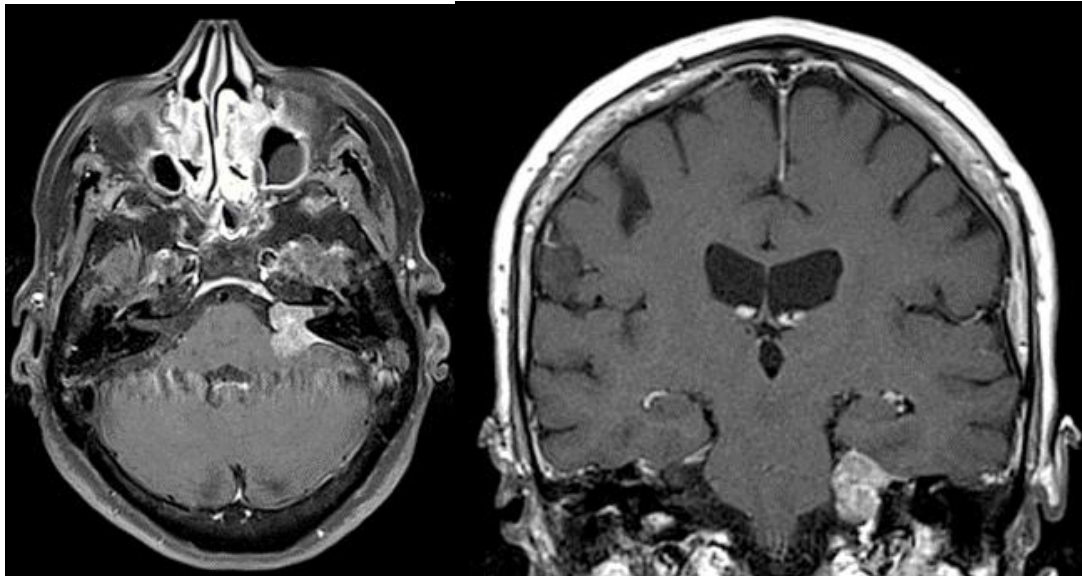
CASO 3: Schwannoma vestibular do ângulo ponto-cerebeloso esquerdo (RM gadolínio EV, T2). Esquerda: Corte axial. Direita: Corte coronal.
